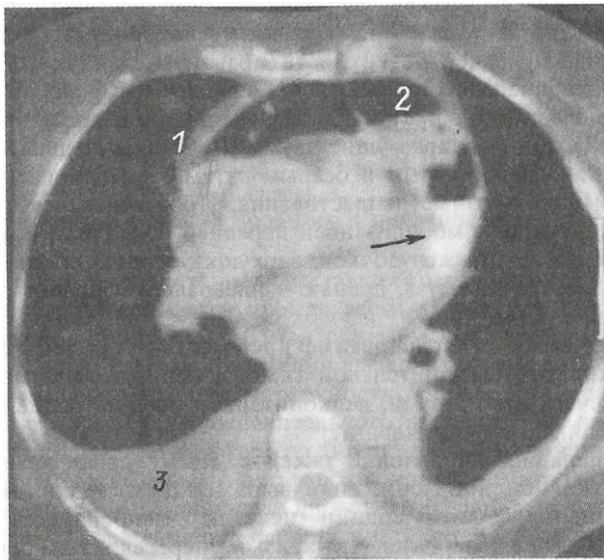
Компьютерная томограмма больной Ч., 65 лет. Перикард утолщен (1), в полости перикарда воздух, сращения (2), в задних отделах — контрастный препарат (указан стрелкой). В обеих плевральных полостях имеется жидкость (3).
